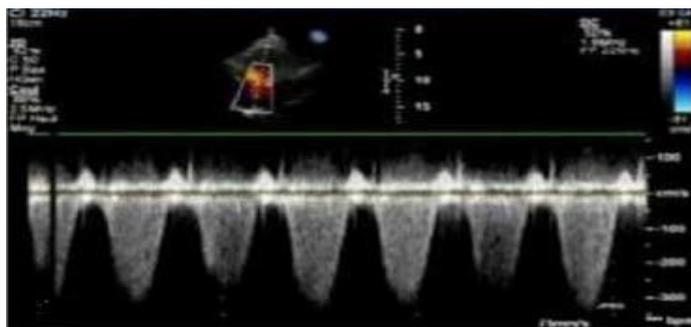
Echo-Doppler cardiaque mettant en évidence une HTP à 70 mmHg
